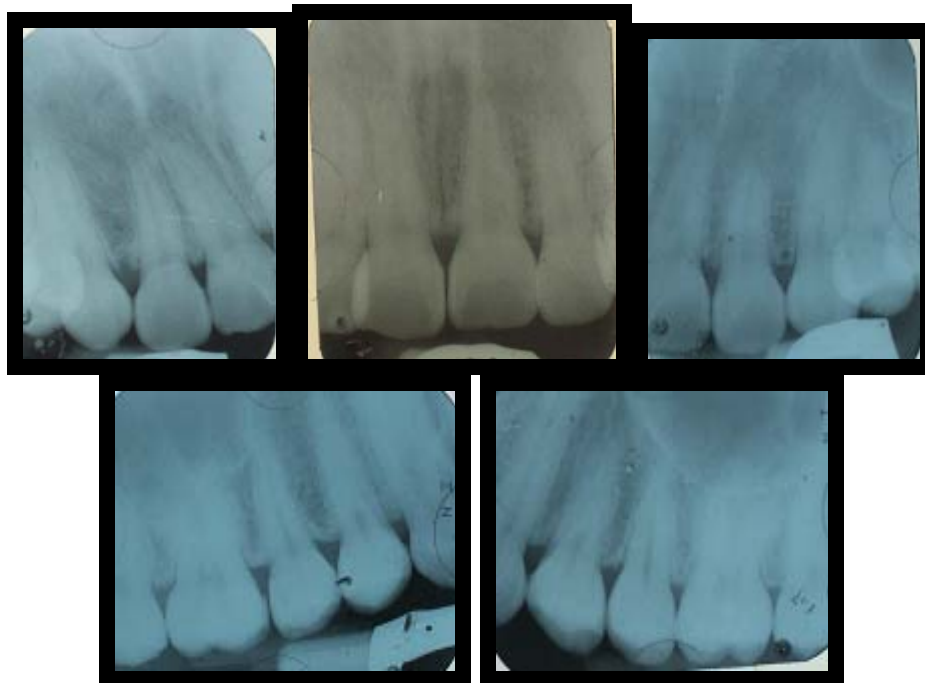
Rx periapicales Fuente Directa
